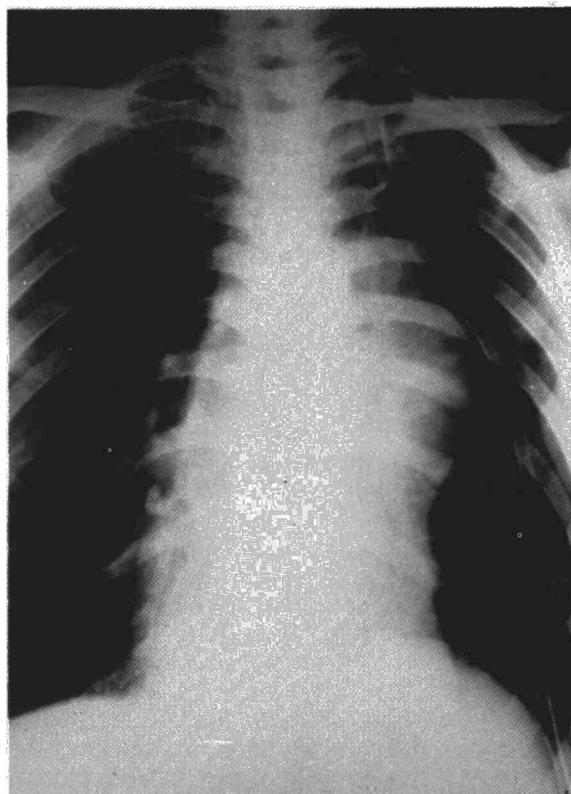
Radiografía postero anterior de tórax: Expansión pulmonar completa con drenaje intratorácico y masa parahiliar izquierda.
